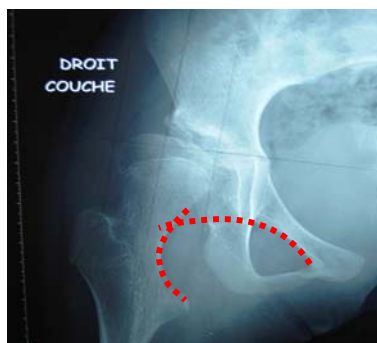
Radiographie de hanche droite d'une patiente IMC porteuse de contractions involontaires et de spasticité sur ses muscles adducteurs de hanche. Cette radiographie révèle une excentration de la tête fémorale avec un indice de Reimers à 48,7%. (*L'excentration est considérée comme préoccupante à partir d'un indice de Reimers de 30%*).
